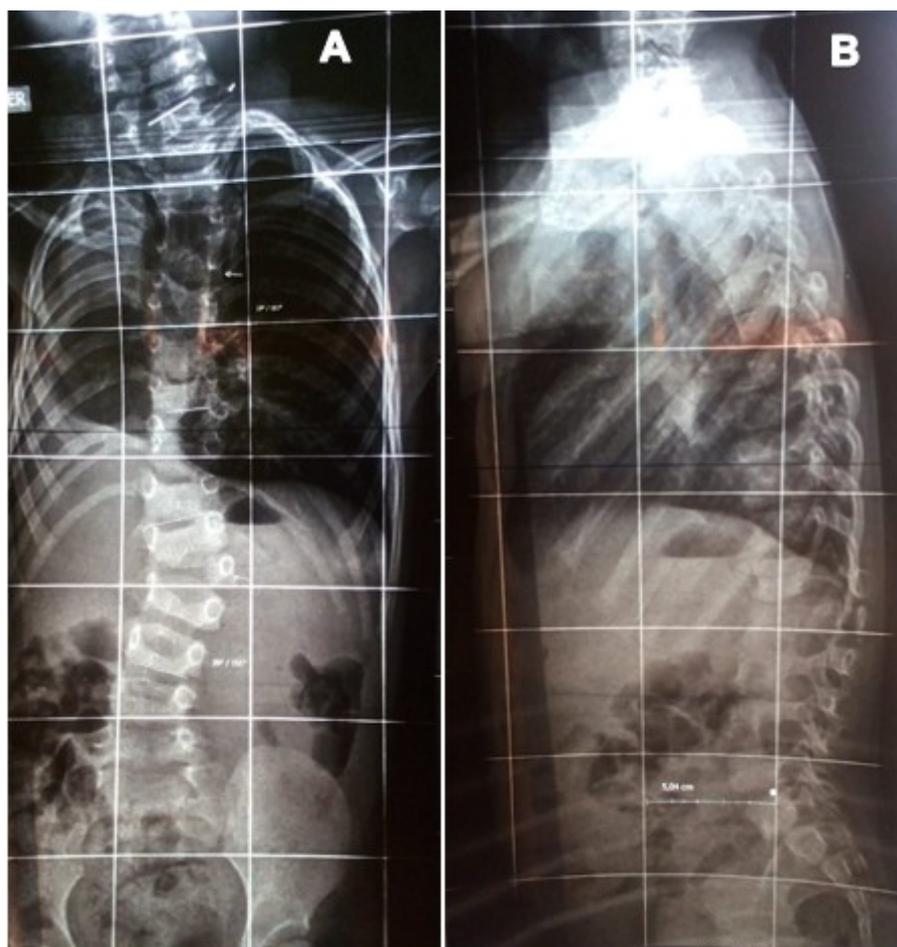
A: Radiografía simple de tórax en bipedestación en la que se aprecia la hipoplasia del pulmón derecho y escoliosis de columna torácica de convexidad izquierda y escoliosis lumbar de convexidad izquierda. B: Radiografía lateral de tórax donde se aprecia la convexidad de la escoliosis lumbar.
